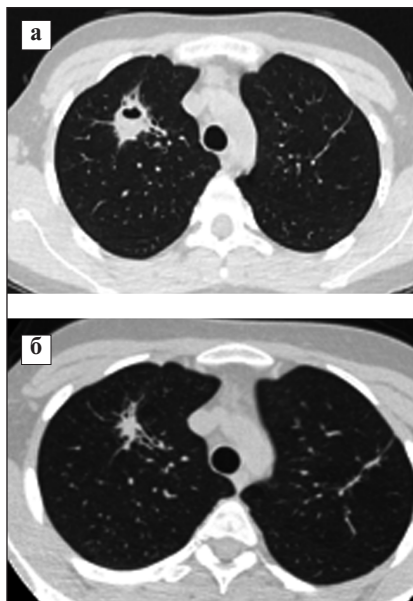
КТ ОГК пациентки Т. через 12 мес (а) и 15 мес (б) терапии. На фоне терапии прослеживается положительная динамика в виде уменьшения полости кавитации справа и последующего разрешения с обеих сторон с остаточными линейными уплотнениями слева и утолщением стенки прилегающих бронхов
